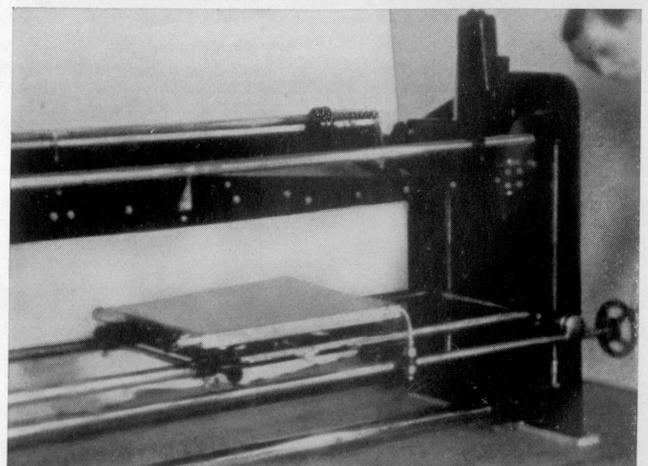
La cassetta radiografica viene avvicinata al lettino
